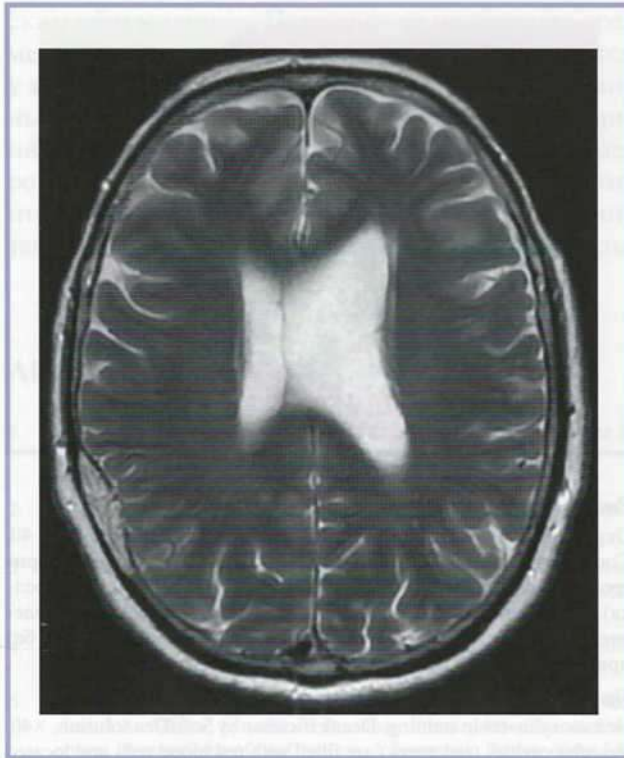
Магнитнорезонансная томограмма головного мозга в режиме T2.
